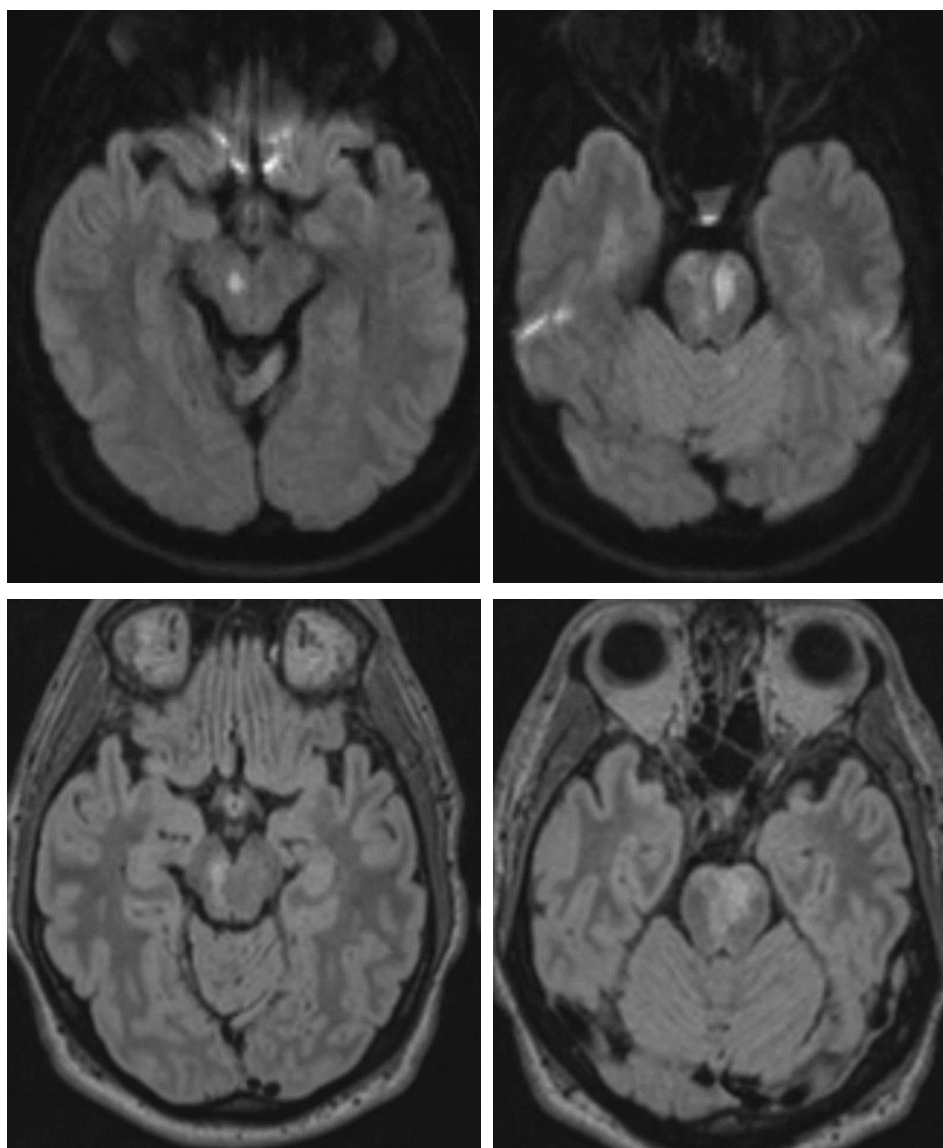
Resonancia magnética de control 24 horas post-trombectomía, se observan pequeñas áreas de infarto establecidas, no se identifican áreas nuevas de isquemia ni hemorragia sobreañadida.
